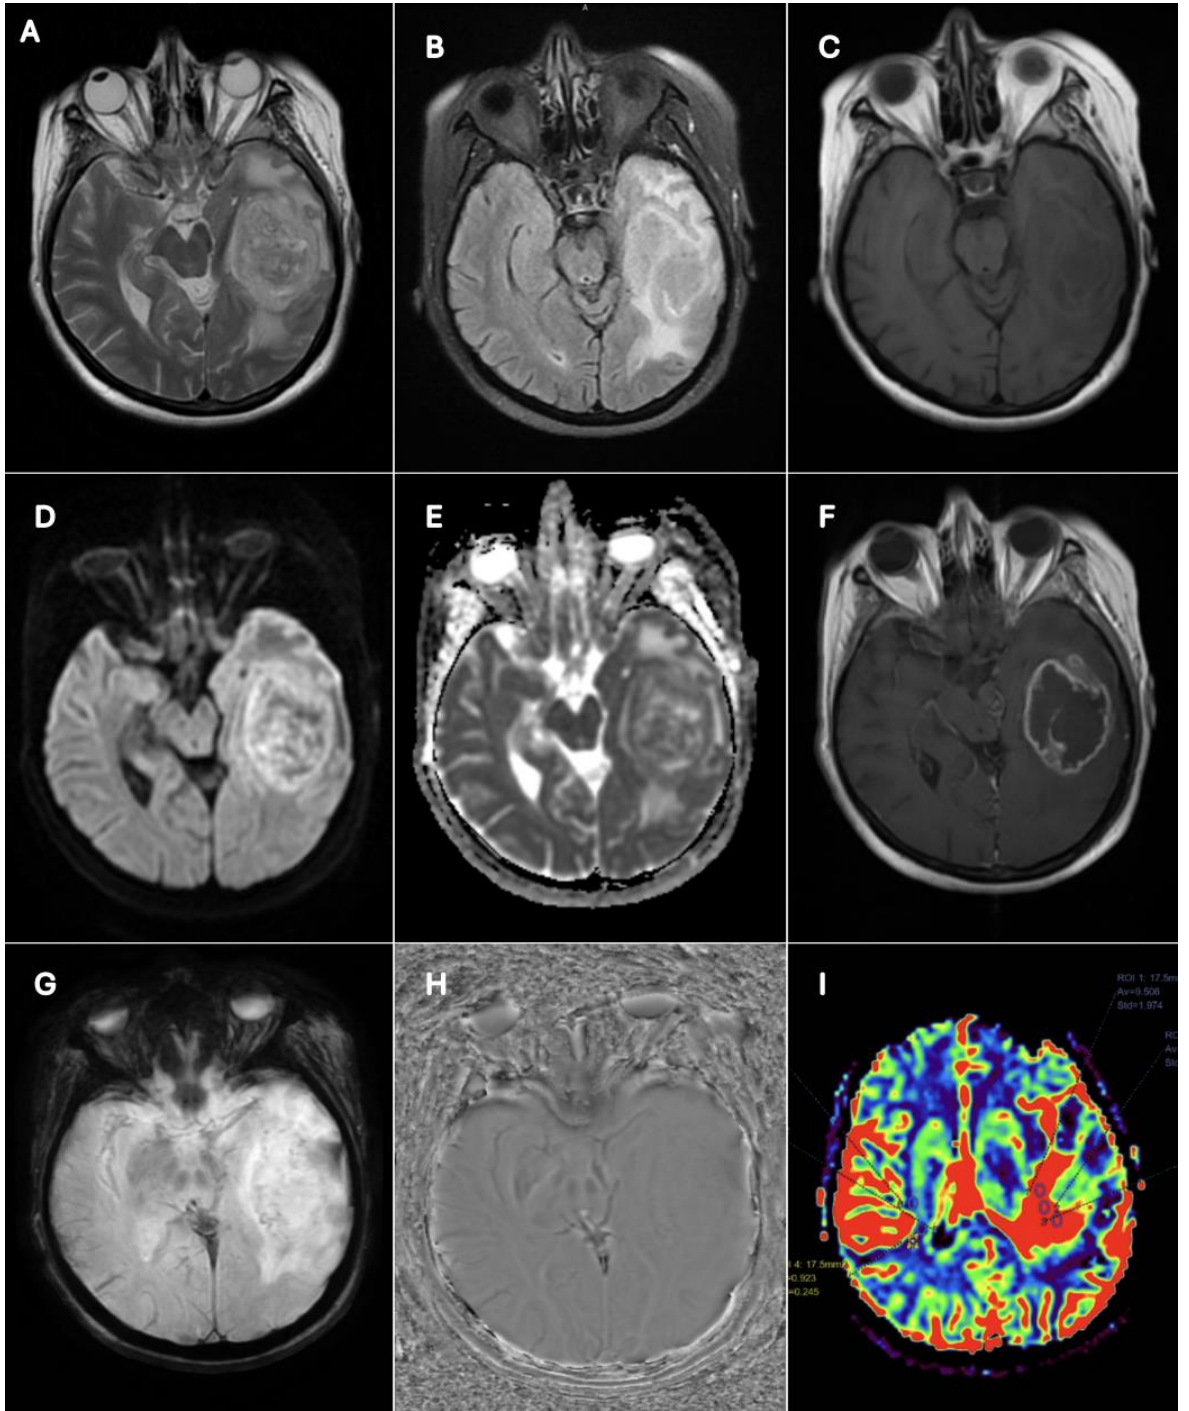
62 yaş kadın hasta. Histopatolojik tanısı: WHO derece 4, IDH-wild diffüz infiltratif glial tümör (Glioblastom). Ki-67: %50. Sol oksipitalde T2A'da hiperintens kistik-nekrotik görünümde (A), FLAIR'de hipointens karakterde(B), peritümöral ödemi izlenen kitlesel lezyon görülmektedir. Lezyon T1A'da hipointens (C) olup GBKM enjeksiyonu sonrası halkasal kontrastlanma göstermektedir (F). DAG (D) ve ADC (E) haritalarda lezyon cidarında difüzyon kısıtlanması izlenmektedir. SWI ve FAZ serilerde duyarlılık artefaktına neden olan hemoraji (ITSS derece 2) mevcuttur (G ve H). DSC perfüzyon görüntüsünde (I) lezyonun periferik kontrastlanma gösteren komponentinde perfüzyon artışı izlenmektedir.
